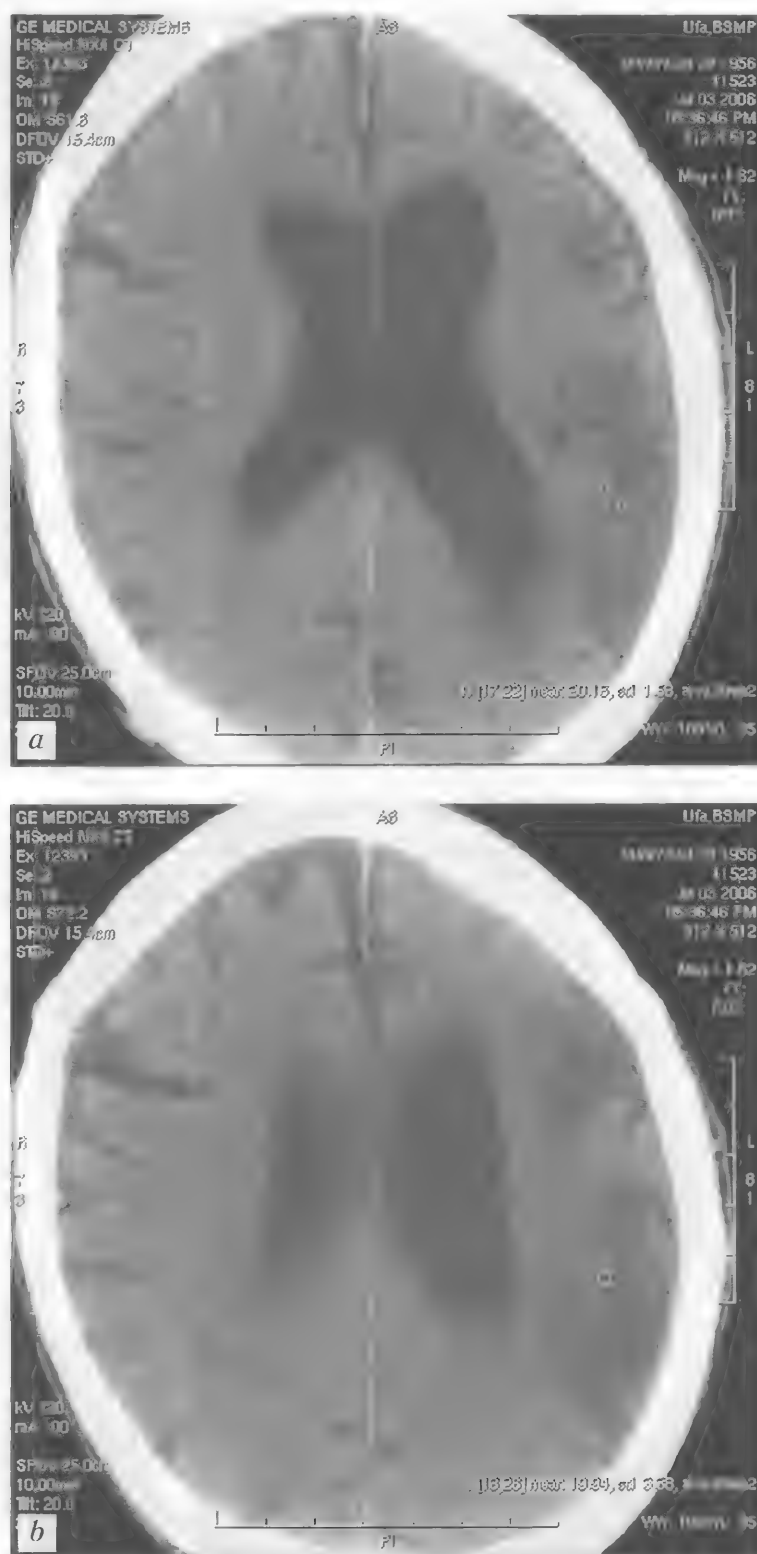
Больной Ч., 49 лет. Ишемический инсульт в левой теменно-затылочной области в стадии образования кисты. КТ (неконтрастная) — *a, b*
